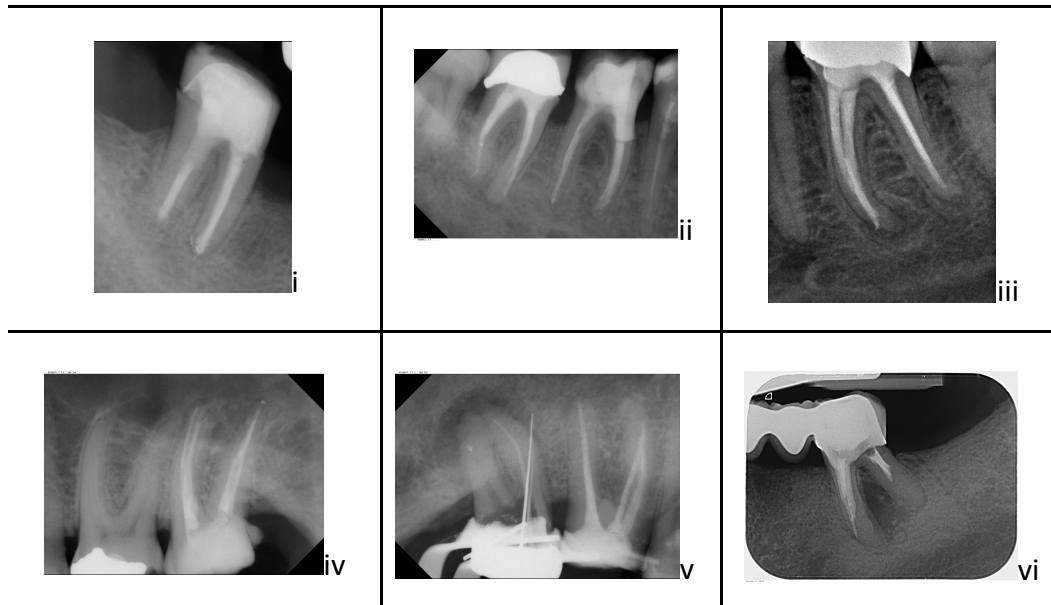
Röntgenaufnahmen von prozeduralen Fehlern bei der Aufbereitung von Wurzelkanälen.
